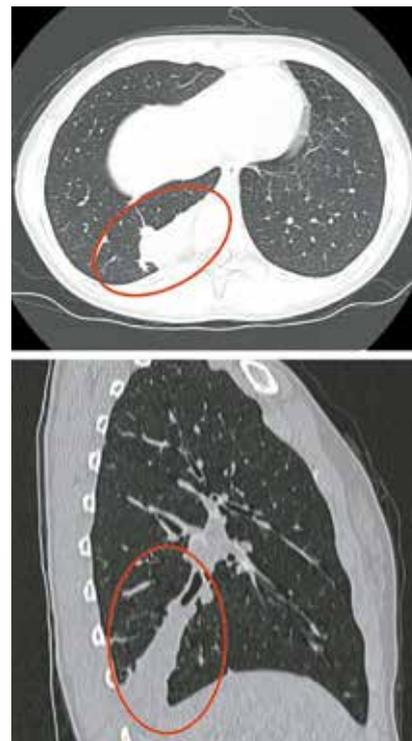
КТ-картина затяжного течения плевропневмонии S10 нижней доли правого легкого. Абсцесс S10 правого легкого в стадии неполной организации? Единичные субсолидные очаги в S9 правого легкого
